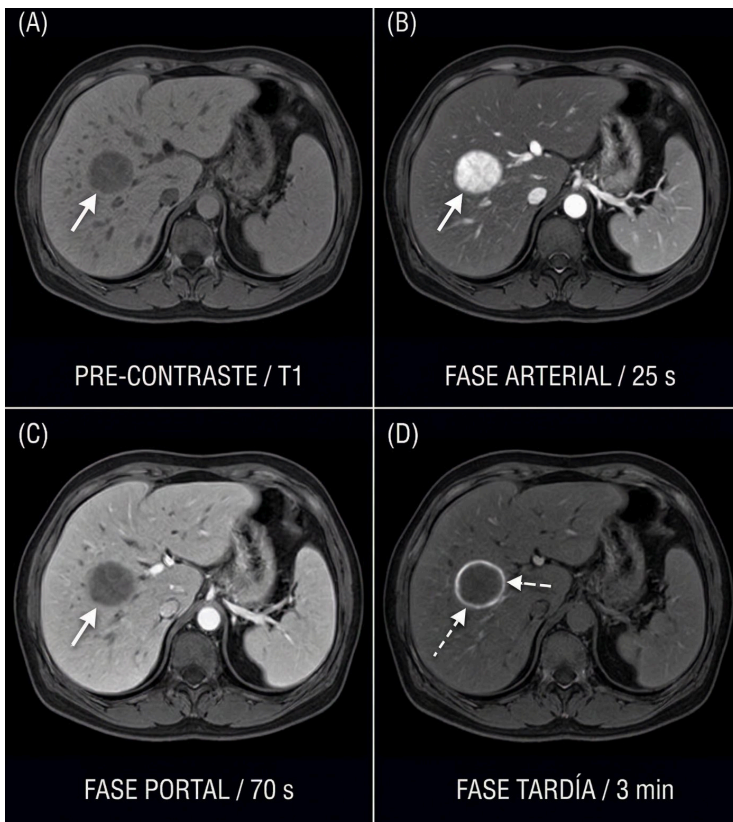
RM hepática dinámica con gadolinio IV en paciente con cirrosis hepática Child-Pugh B. (A) Pre-contraste T1: nódulo isointenso en segmento VI (flecha). (B) Fase arterial tardía (25 s): hipervascularidad intensa del nódulo (wash-in). (C) Fase venosa (70 s): lavado relativo con hipointensidad del nódulo respecto al parénquima (wash-out). (D) Fase tardía (3 min): cápsula periférica hiperintensa (flecha discontinua). Criterios LR-5: diagnóstico de CHC sin biopsia. Imagen generada mediante inteligencia artificial con fines ilustrativos. No corresponde a un caso clínico real.
